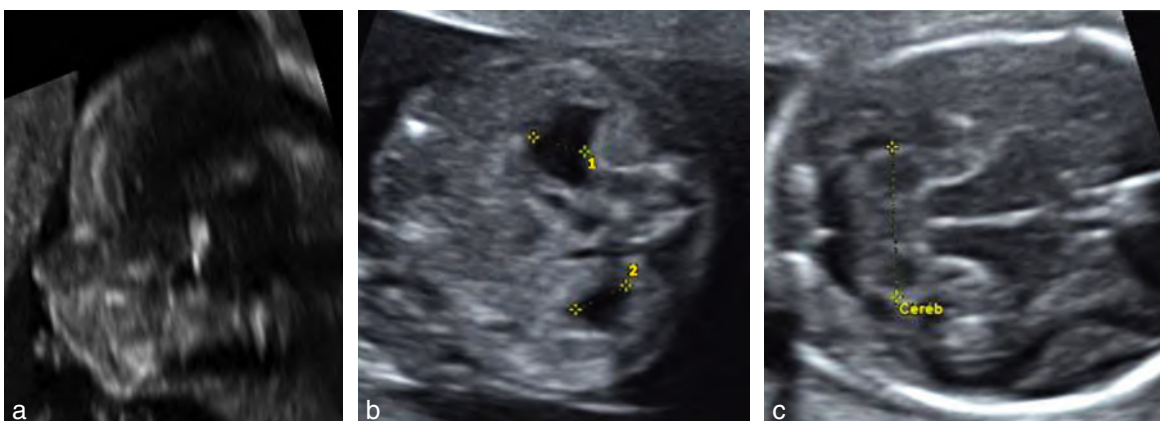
Trisomie 13. 26 SA. Association de plusieurs signes échographiques : a. rétrognathisme ; b. dilatation pyélique bilatérale (1 et 2) ; c. faible largeur transversale du cervelet (Cereb). Il existait aussi une omphalocèle à contenu intestinal (voir fig. 16.16c).
